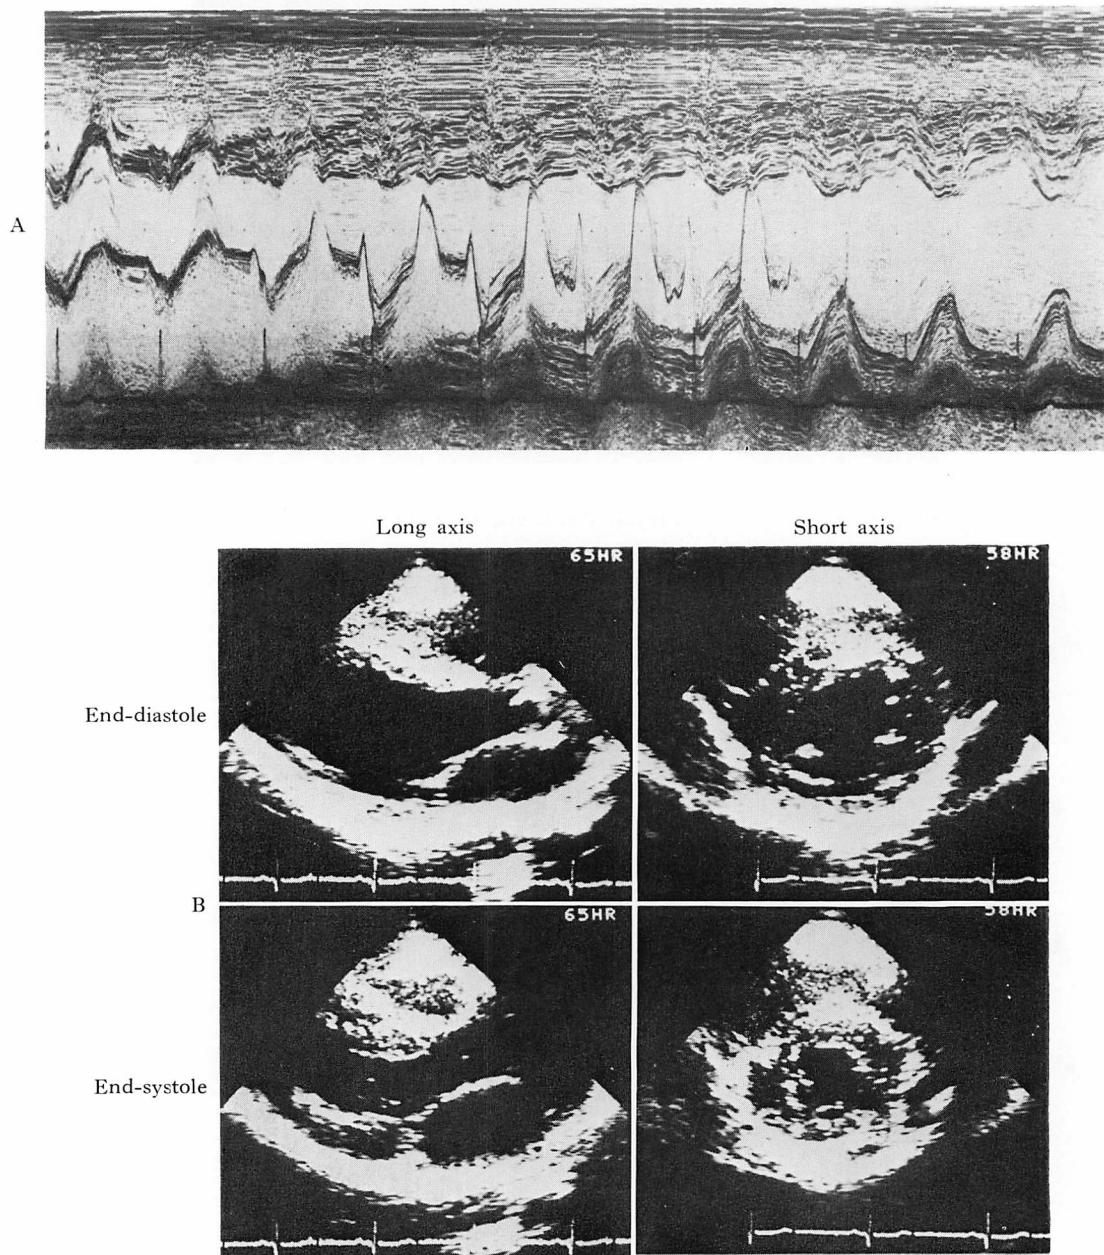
M-mode and two-dimensional echocardiograms of a younger sister.
